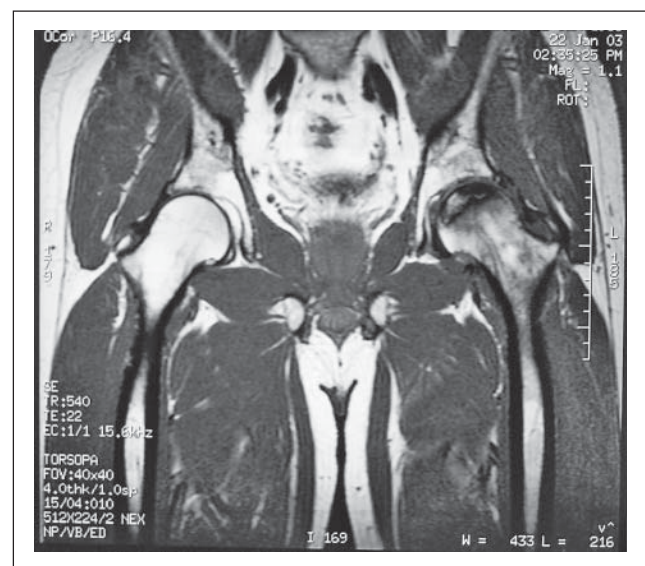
MRT der Hüftgelenke eines 37-jährigen männlichen Patienten mit Osteonkrose im ARCO-Stadium II links mit typischem „double line sign“
